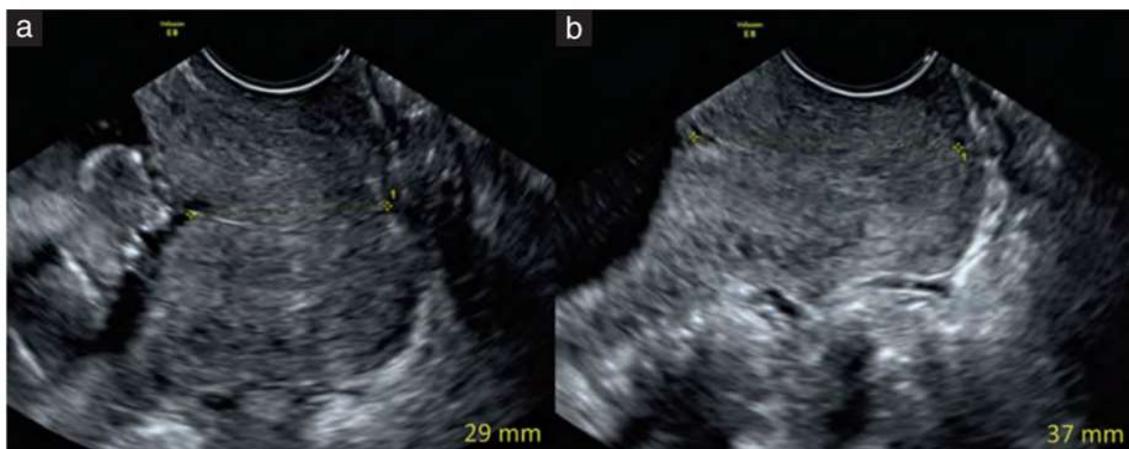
Images échographiques par voie endovaginale montrant un col normal avec une muqueuse cervicale légèrement hyperéchogène.
